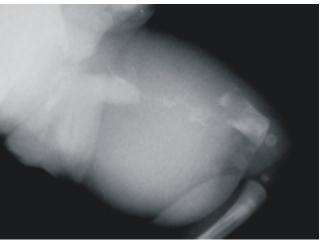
Radiografía anteroposterior de muslo, se observa aumento de volumen del muslo izquierdo y destrucción ósea del fémur.
